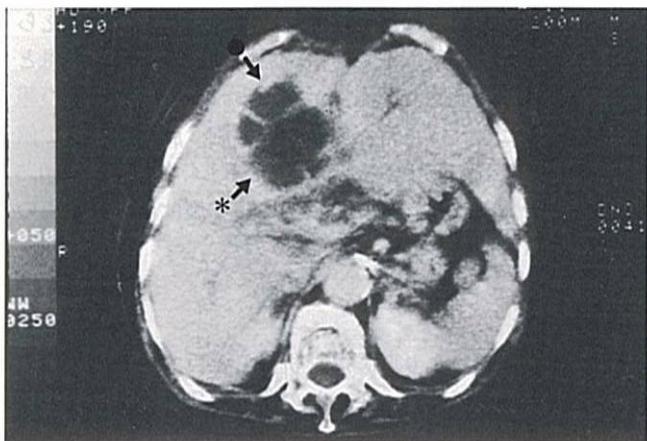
Abdominal CT scan(CE+);Empyema of gallbladder(*), liver abscess(●)
